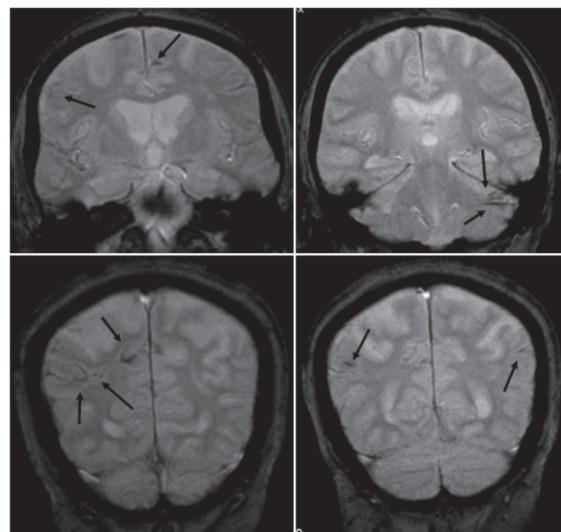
Фронтальные МРТ-томограммы больной Т. в последовательности T2 GRE (16.04.2014) Гемосидероз оболочек лобных, теменных долей полушарий головного мозга и левой гемисферы мозжечка (стрелки); субатрофическая наружно-внутренняя гидроцефалия
